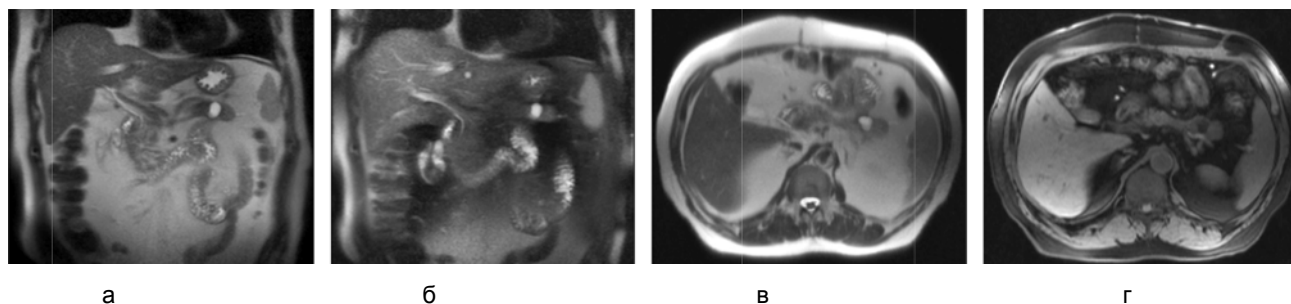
МРТ пациента 65 лет на 104-й день после приступа острого панкреатита:
